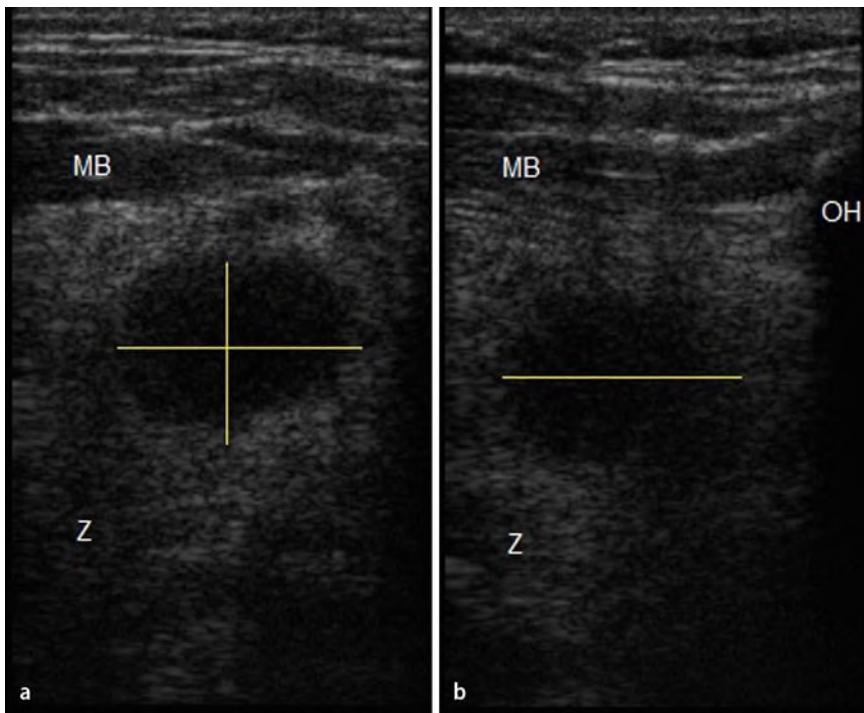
▲ Zungengrund paramedian links, a quer, b längs, Markierung. Aufgrund des tief gelegenen und nicht palpablen Abszesses wurde intraoperativ das mobile Sonographiesystem zur exakten Befundlokalisation hinzugezogen, mithilfe dessen es gelang, ultraschallgesteuert den Prozess gezielt zu eröffnen und zu drainieren. MB Mundboden, OH Os hyoideum, Z Zunge
